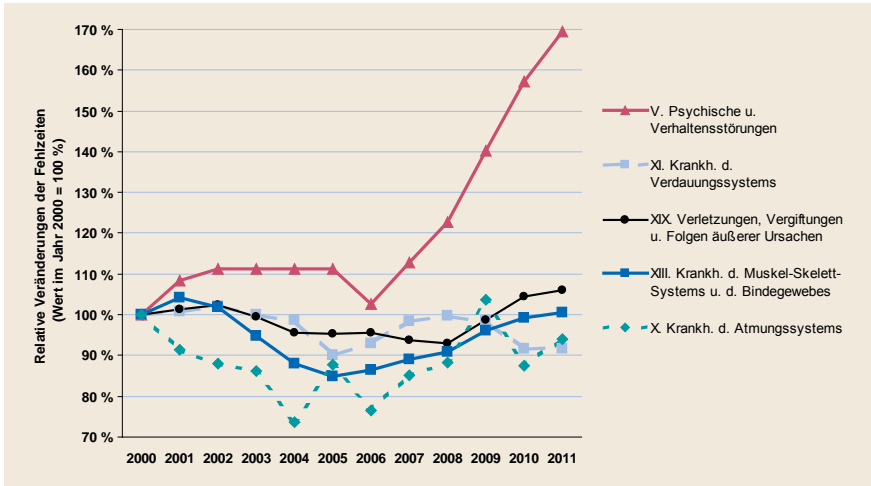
(standardisiert; Berufstätige TK 2000–2011; Werte im Jahr 2000 entsprechen 100 Prozent)
